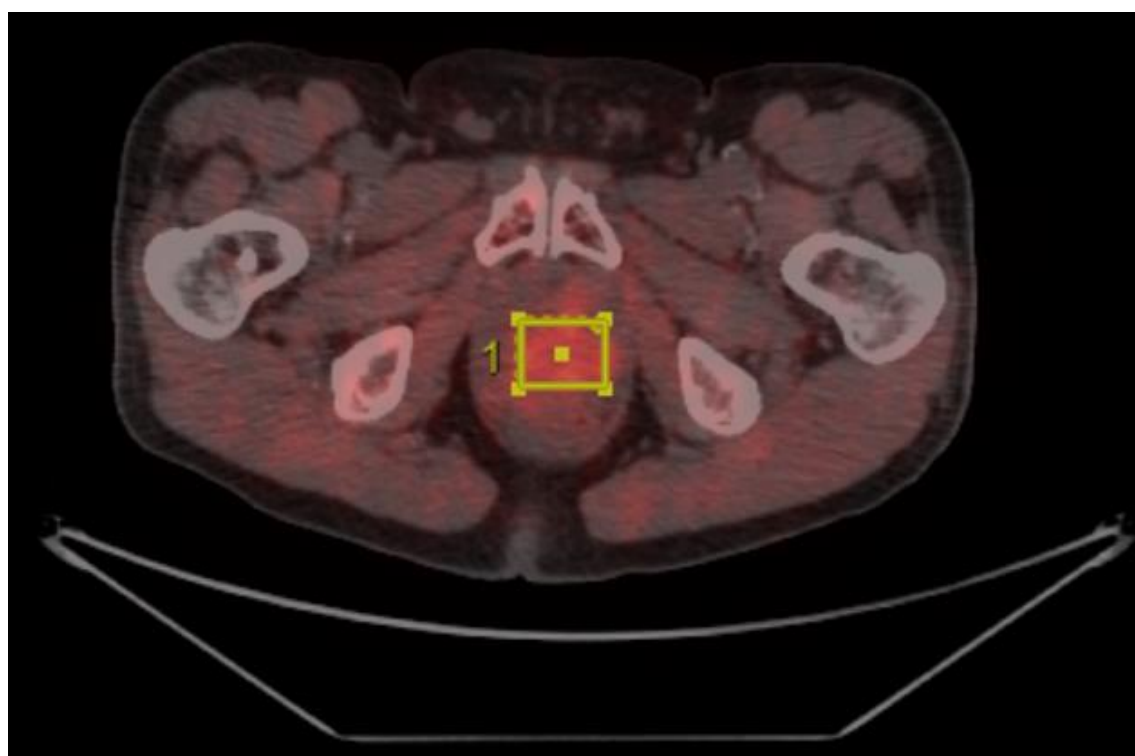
Пациент Т. Участок патологического накопления РФЛП в центральных отделах железы ($\text{SUV}_{\text{max}} = 4,94$).
